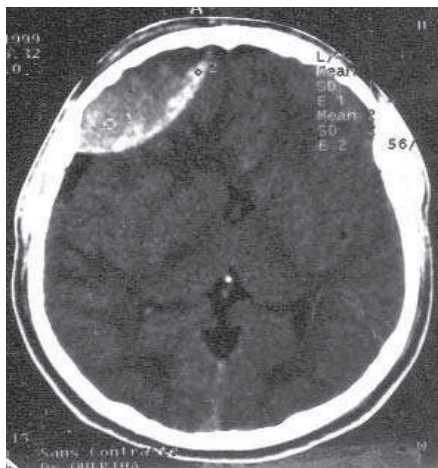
TDM en coupe axiale montrant H.E.D. frontal gauche
